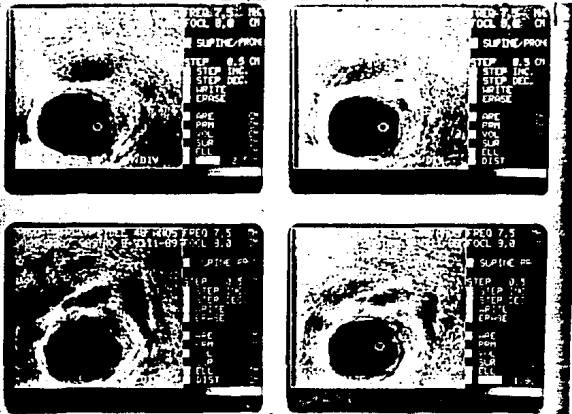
Caso # 5; Ultrasonido endorrectal que muestra invasión a todas las capas del recto, sin metástasis a ganglios linfáticos regionales. (DUKES B)
